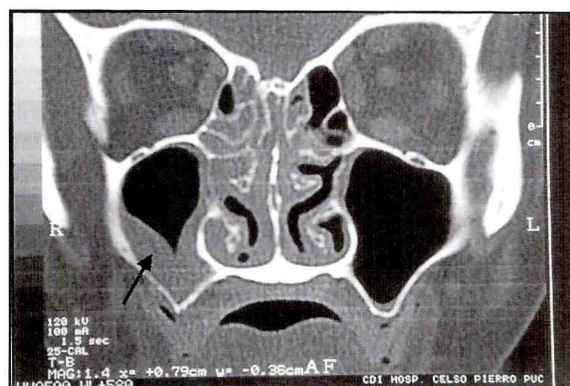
Tomografia da face mostrando velamento do seio maxilar direito (seta).
